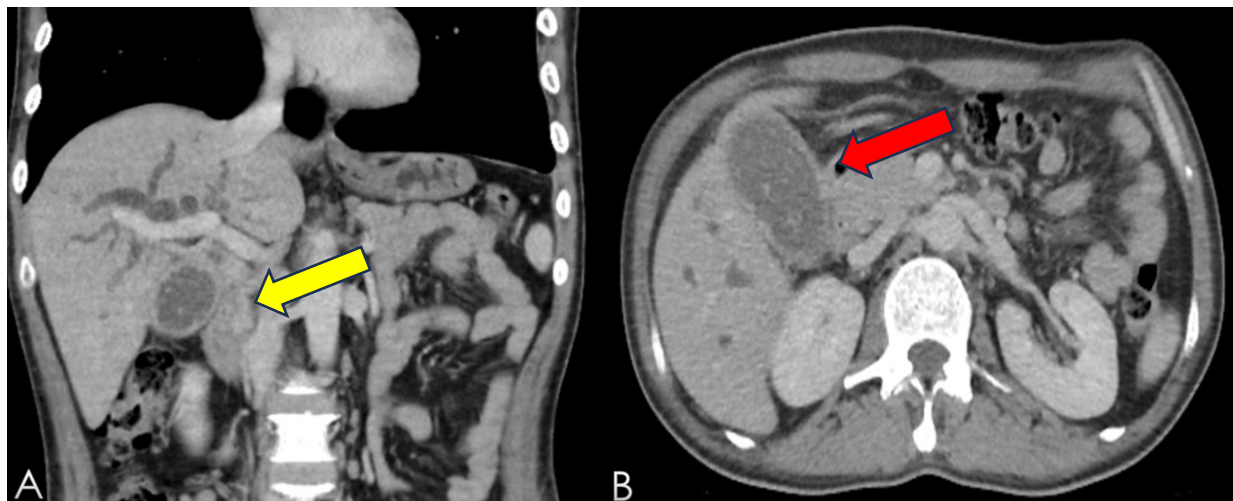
Tomografía computarizada abdominopélvica con contraste intravenoso. (2a) Se observa dilatación moderada de la vía biliar intrahepática derecha e izquierda, con estenosis del conducto hepático común y realce mural del colédoco supraduodenal (flecha amarilla). (2b) Corte axial a nivel de la vesícula biliar: contenido hiperdenso heterogéneo (flecha roja) compatible con litiasis, asociado a engrosamiento mural irregular; se asocia además dilatación de la vía biliar intrahepática. Fuente: Archivo propio del Servicio de Radiología.
